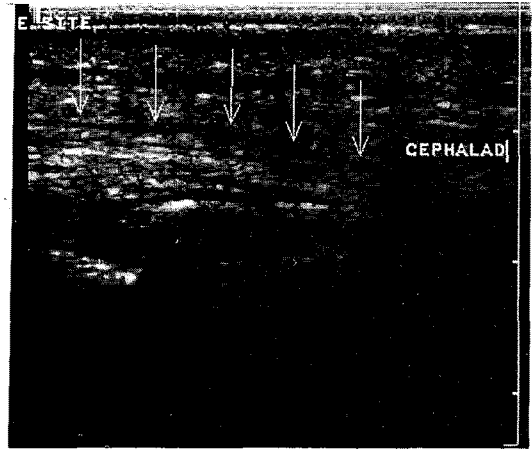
Ultrasonography shows the presence of the remnant epidural catheter in epidural space.
